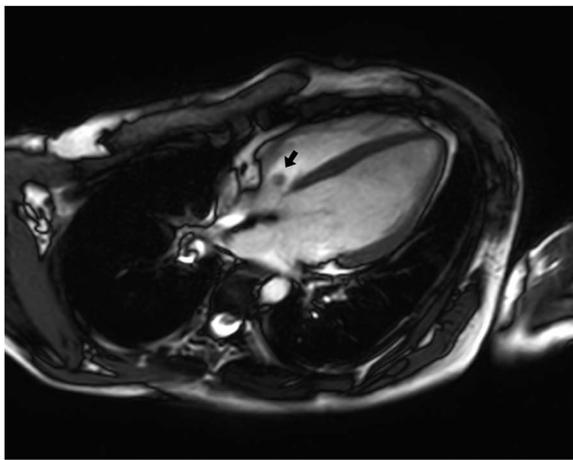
Preoperative cardiac magnetic resonance imaging (long axis four-chamber view). The arrow indicates a spherical low signal intensity area below the septal leaflet of the tricuspid valve.
